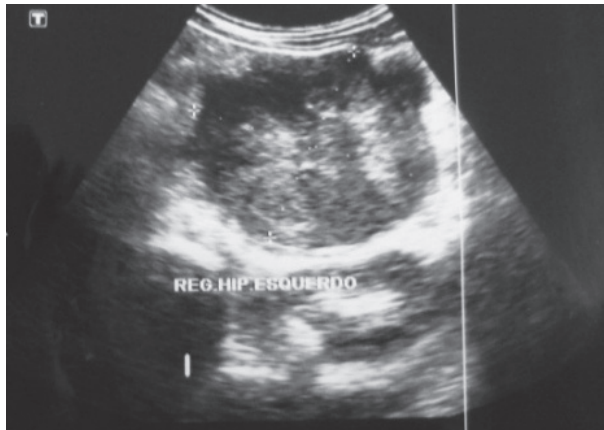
USG de abdômen evidenciando massa sólida heterogênea em hipocôndrio esquerdo
